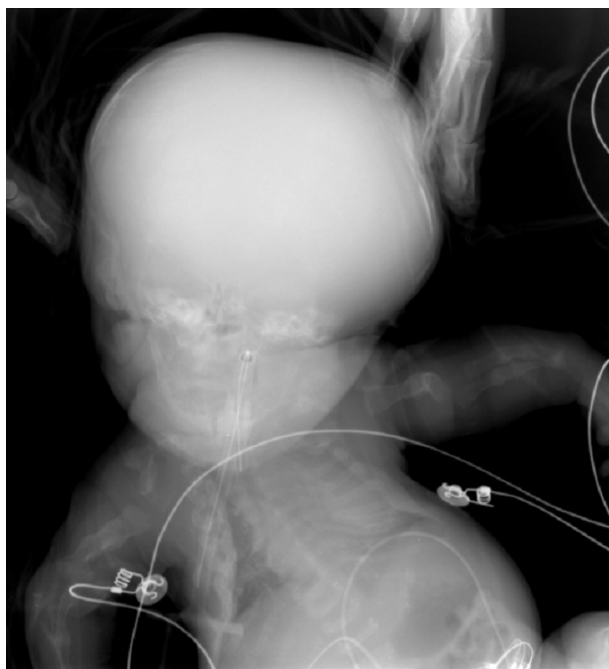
A skull radiograph shows membranous calvarium and multiple fractures.
